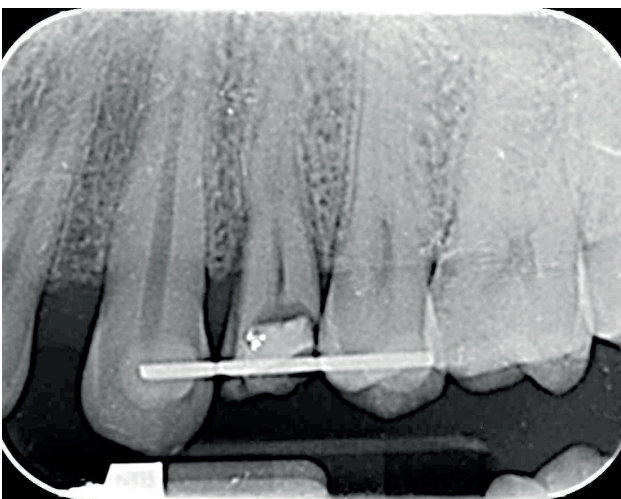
Radiografía periapical postoperatoria, tras la extrusión y ferulización.
